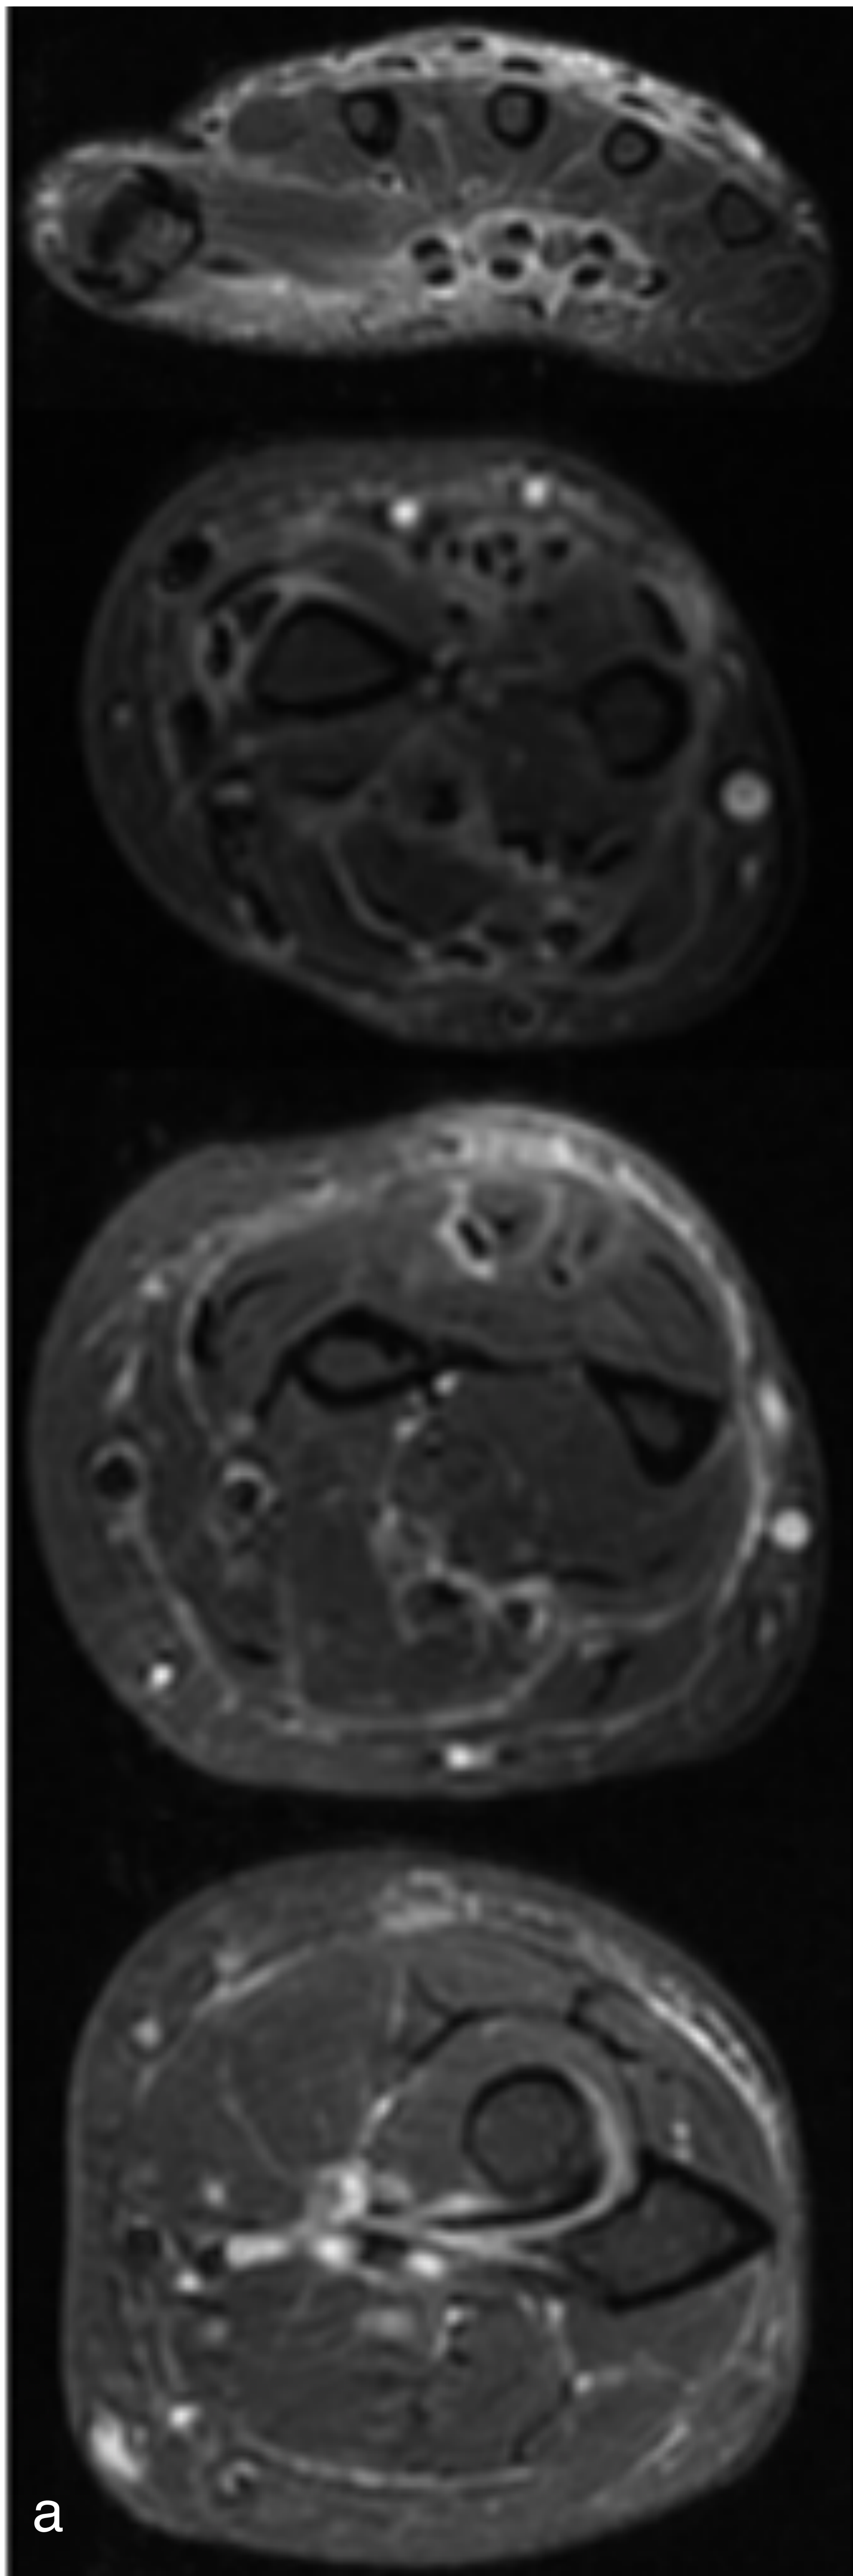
paciente de 52 años, cuadro de parestesias en manos, dolor, inflamación y piel de naranja en antebrazos de instauración progresiva en 5-6 meses. En analítica, destaca la presencia de eosinofilia, VSG: 11 e hipergammaglobulinemia. RM del antebrazo derecho: aumento de señal y engrosamiento de los planos fasciales en STIR (a), con captación de contraste (T1 con saturación grasa y CIV, b) Diagnóstico: fascitis eosinofílica (enfermedad de Shulman)
